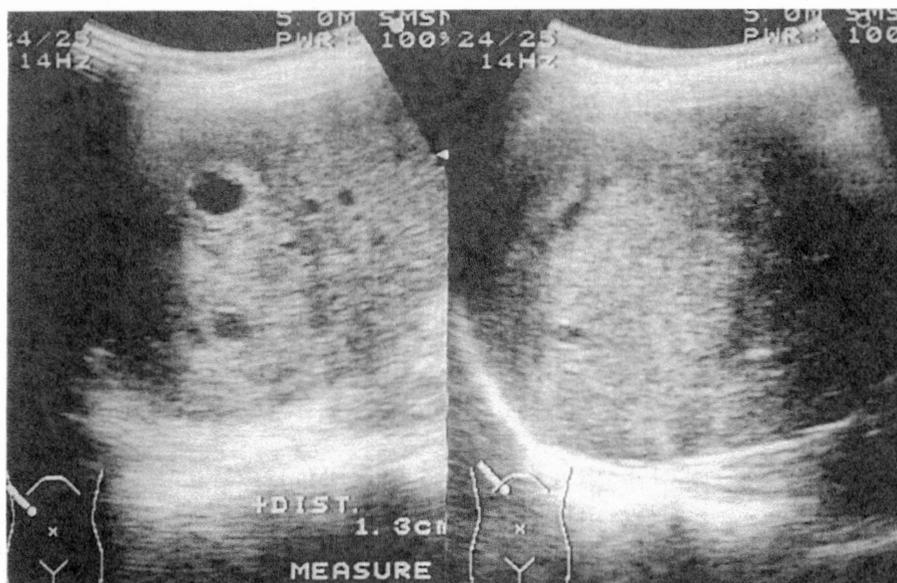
肝右葉に径10cm大の高エコーと低エコーの混在する腫瘍を認める。
